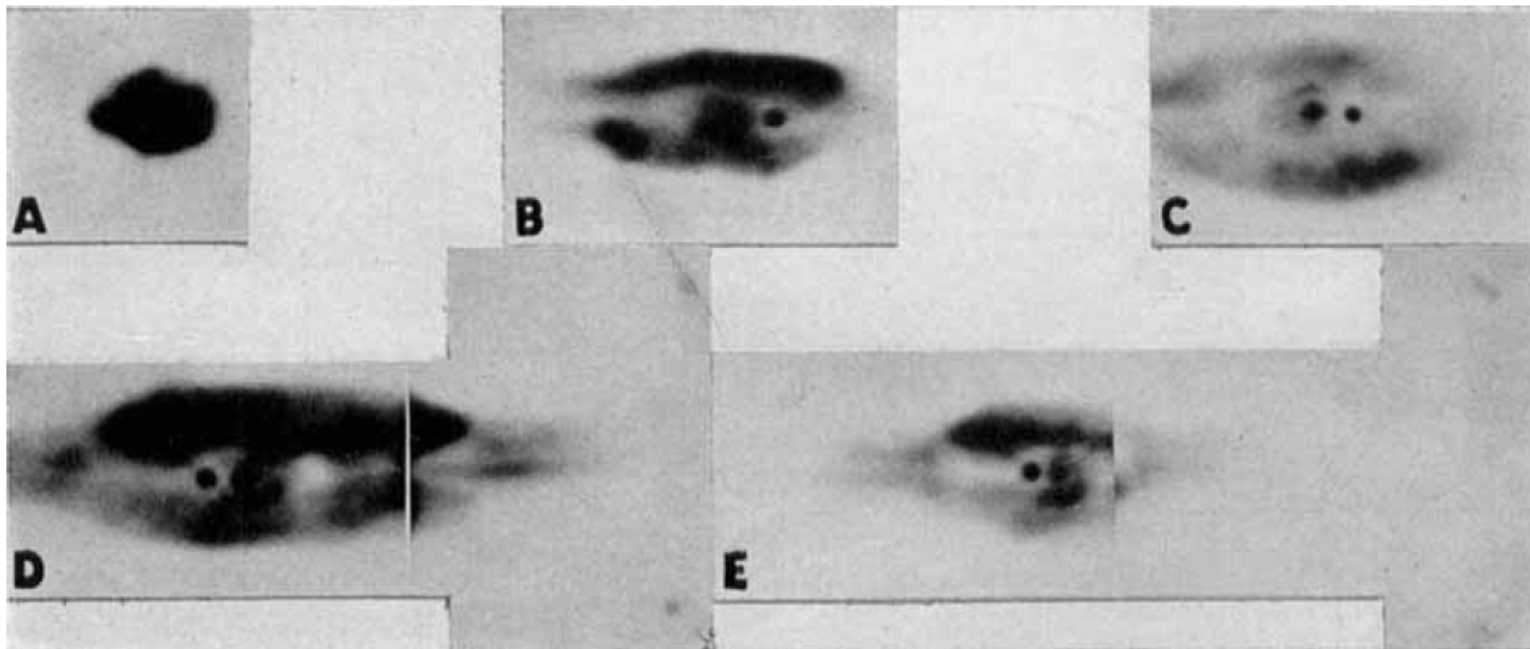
Autoradiograph of the site of a subcutaneous injection of colloidal  $Au^{198}$ . The films were exposed respectively "A," two minutes; "B," one hour; "C," two hours; "D," twenty-four hours and "E," six days after the injection. The inguinal nodes are visible to the right of the twenty-four-hour and six-day films.
